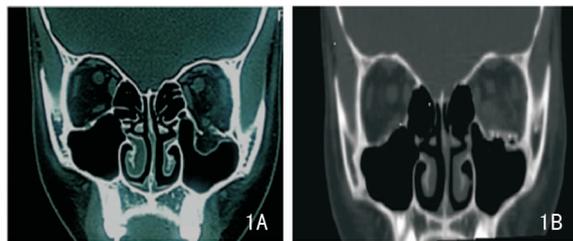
手术前后 CT 对比图 A:术前冠状 CT 位显示右侧眶下壁骨折;B:术前冠状 CT 位显示术后右侧眶下壁骨折修复
